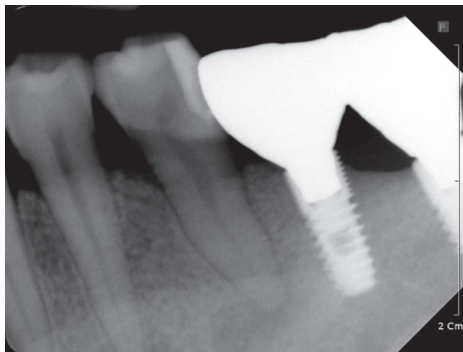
Six-month follow up. Periapical view.
